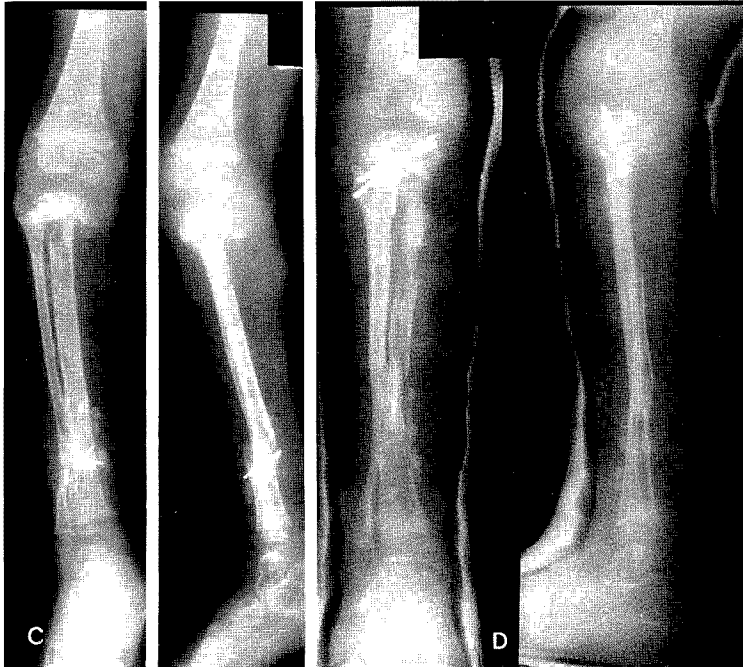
Plain radiographs after operation. Allograft was used for reconstruction.
